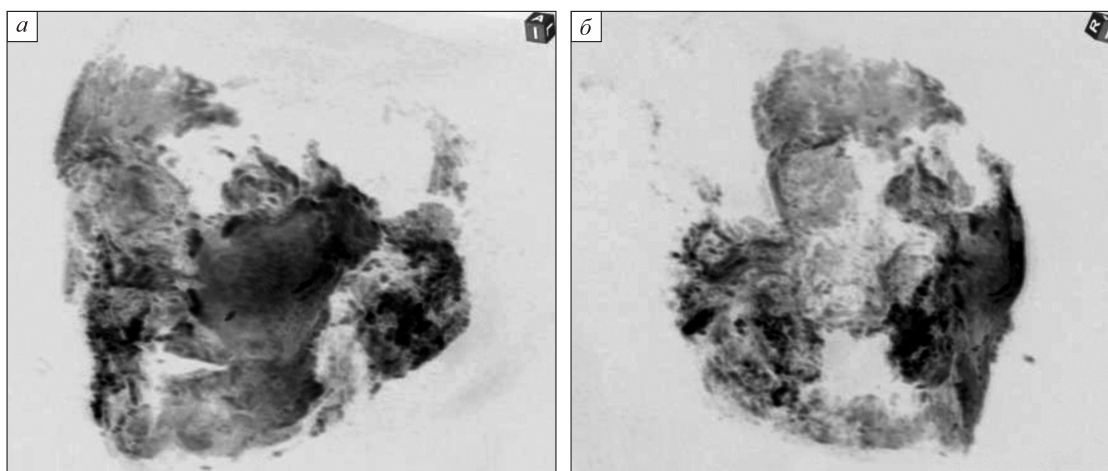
МРТ-изображение (THRIVE_HR, негативное 3D-преобразование): а – вид слева: мелкоочаговые жидкостные включения в ткани лица (жидкость имеет темный цвет); б – вид снизу-сзади: остаточные элементы головного мозга в обеих задних черепных ямках и в правой средней черепной ямке, диффузно повышенный сигнал от ячеек костной ткани альвеолярного отростка в нижней челюсти, больше в левой половине
